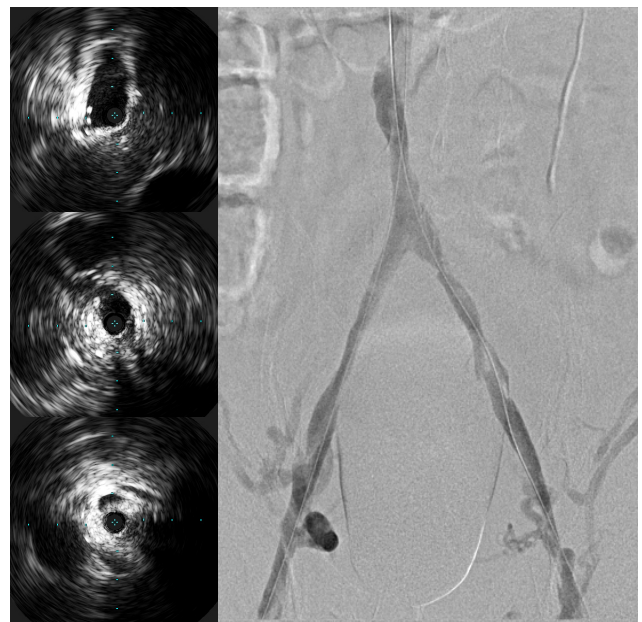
Промежуточный ВСУЗИ и ангиографический результат после баллонной ангиопластики.
